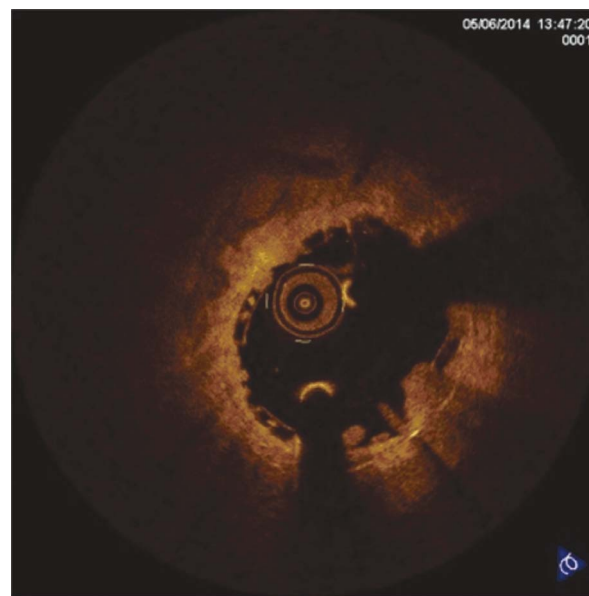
Оптическая когерентная томография. Наличие пролапса тканей между страт
